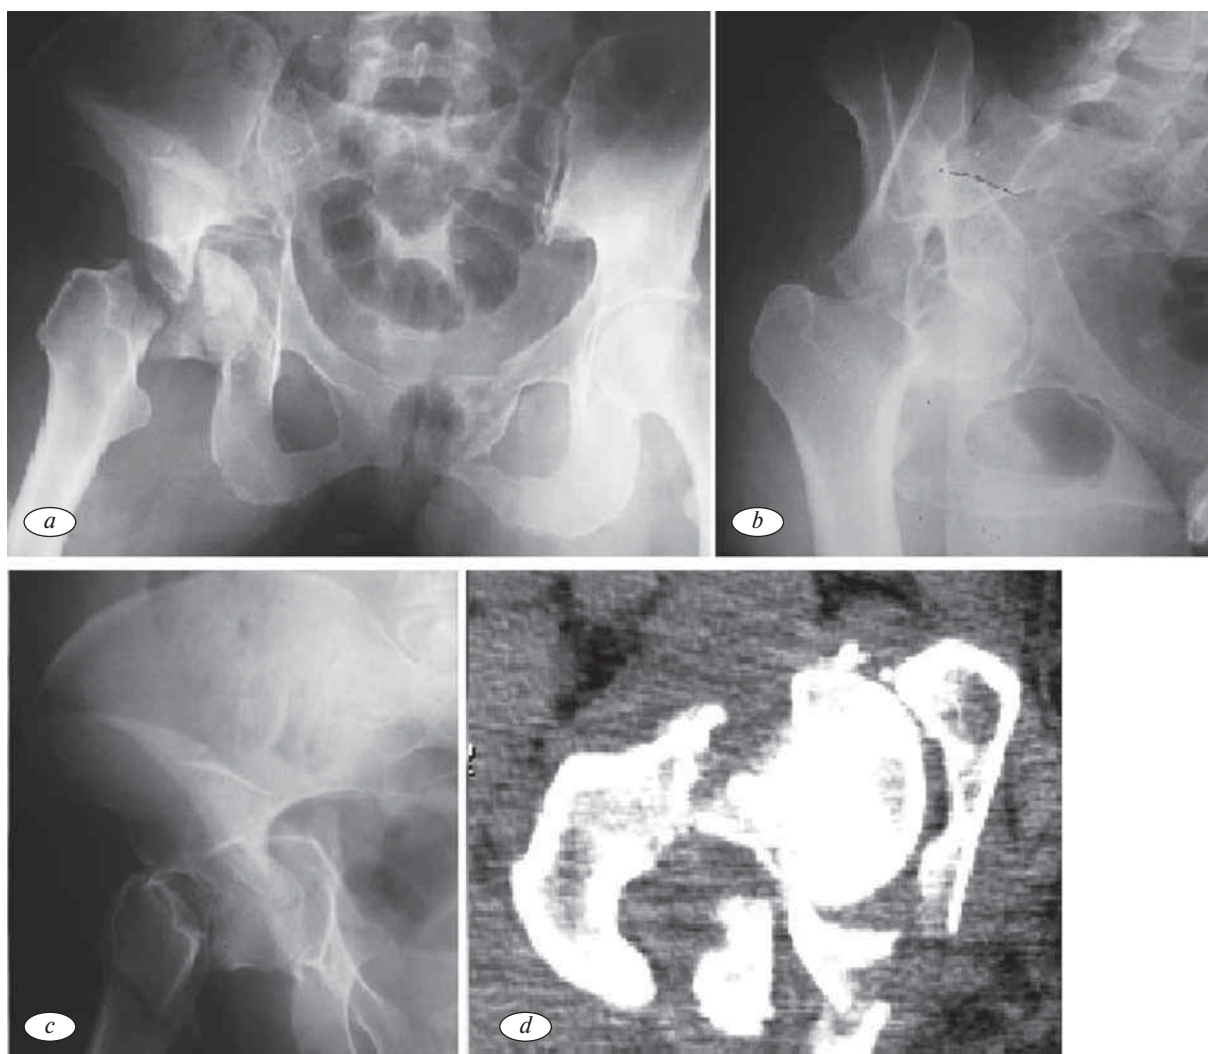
Рентгенограммы пациентки Б. в прямой (а), запирательной (b), подвздошной (с) проекциях, компьютерная томограмма правого тазобедренного сустава (d)
